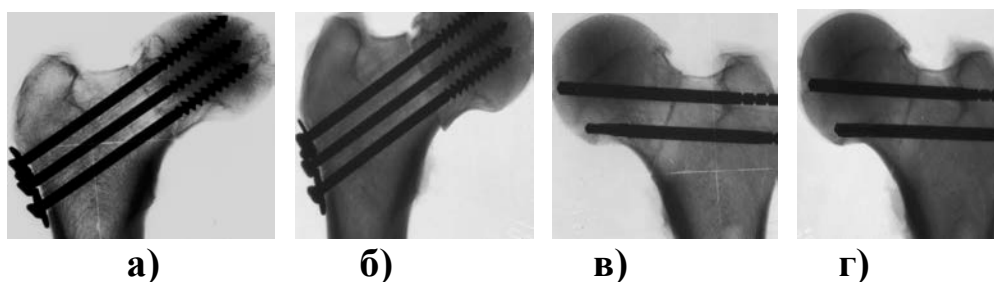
Рентгенограммы моделей остеосинтеза:
